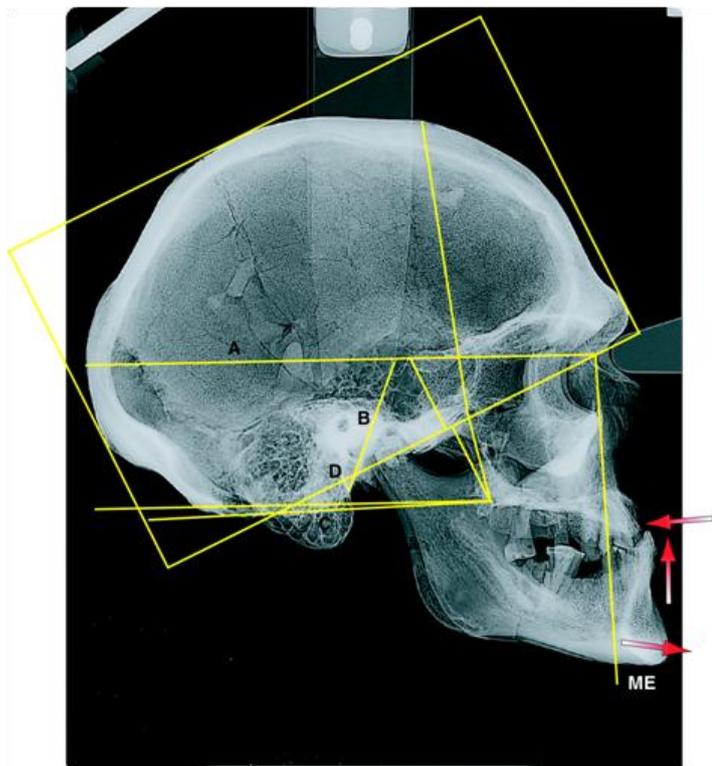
Téléradiographie de profil d'un crâne d'homme du Paléolithique supérieur d'Afalou-Bou-Rhummel (Algérie) © D. Hadjouis.
